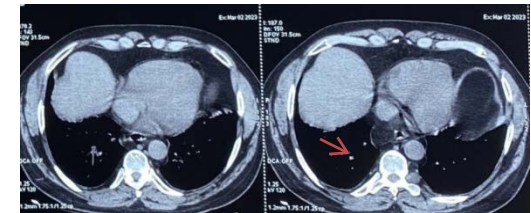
TDM thoracique fenêtrage médiastinales: impactions mucoides au sein des DDB spontanément dense
